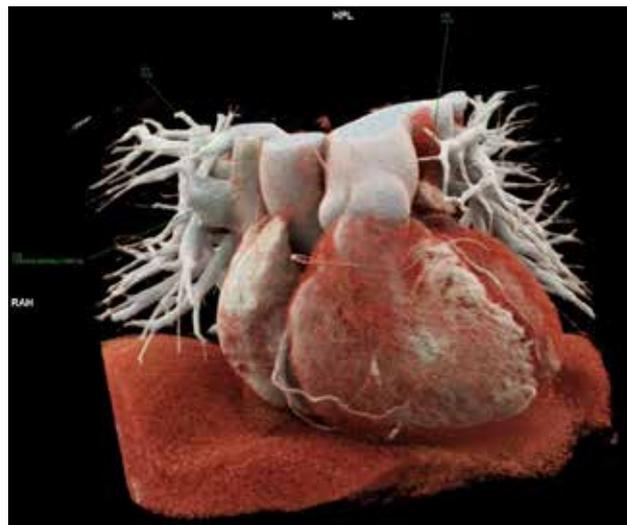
Angiotomografía cardiaca con reconstrucción 3D. Las flechas indican la vena pulmonar superior derecha conectada a la vena cava superior y persistencia de vena cava superior izquierda.
